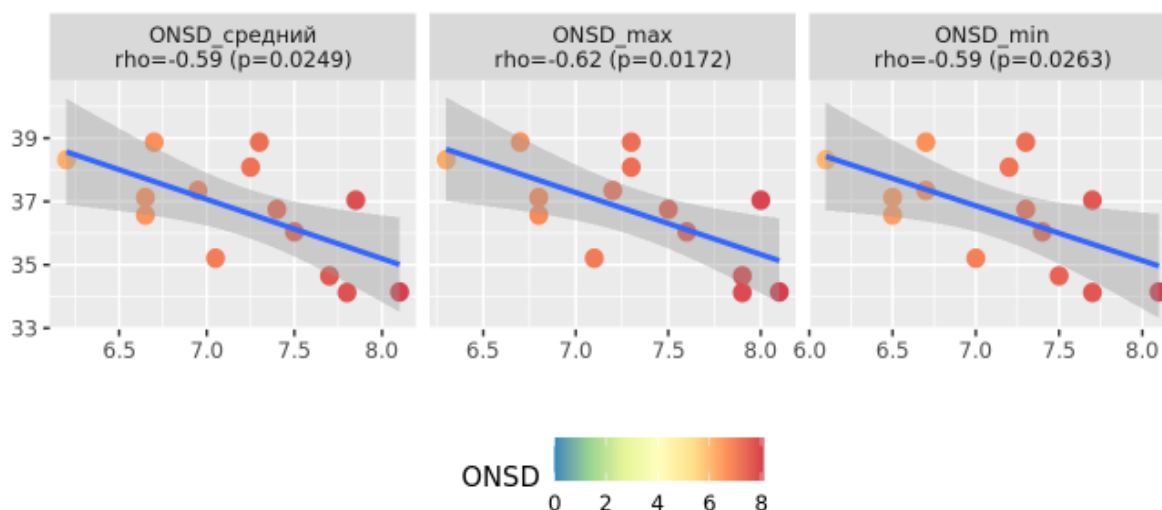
Корреляционная зависимость производных ДЗНО-КТ и среднего значения EtCO₂ (с учетом дельты) в первые 48 часов
